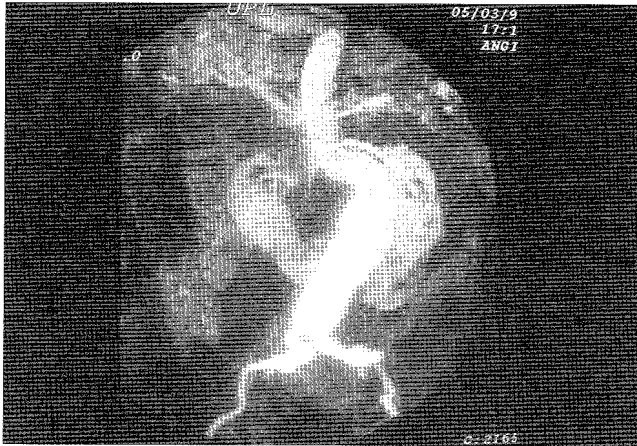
Angiorresonancia preoperatoria, donde se observa el riñón en herradura, su vascularización y el aneurisma.
